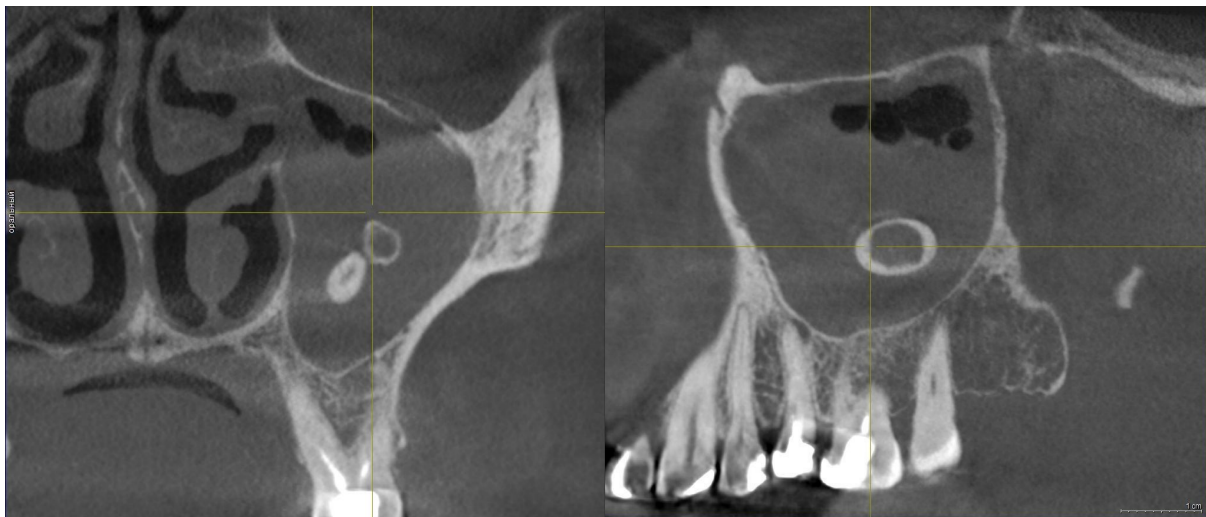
КТ ННП: коронарна (а) і сагітальна проекція (б).
